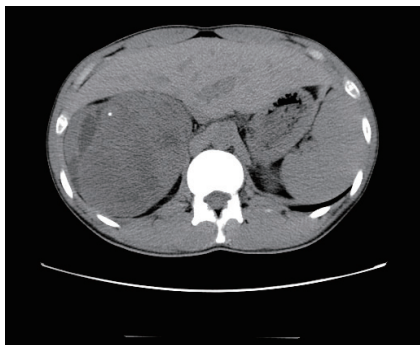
肾黏液性小管状和梭形细胞癌 CT 平扫影像
